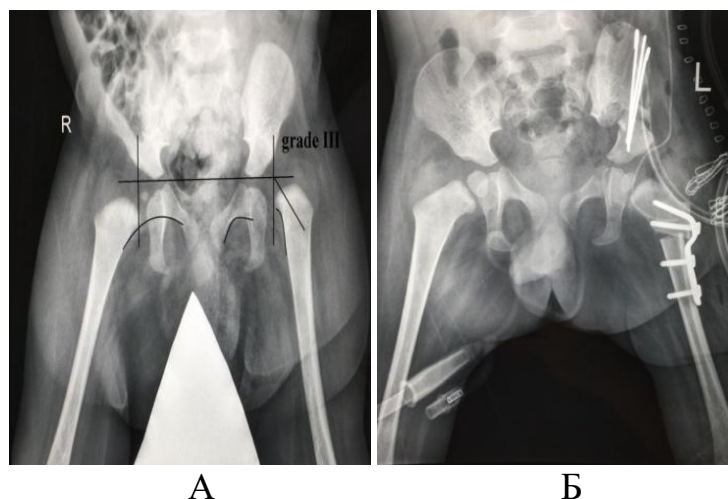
Результаты рентгенографии ТБС в прямой проекции пациента В., 2 лет 6 месяцев (и/б №15/1744), диагноз амиоплазия, левосторонний вывих бедра, отводящие контрактуры ТБС: А – до лечения; Б – после ОВБ, КОБ, ПОС
